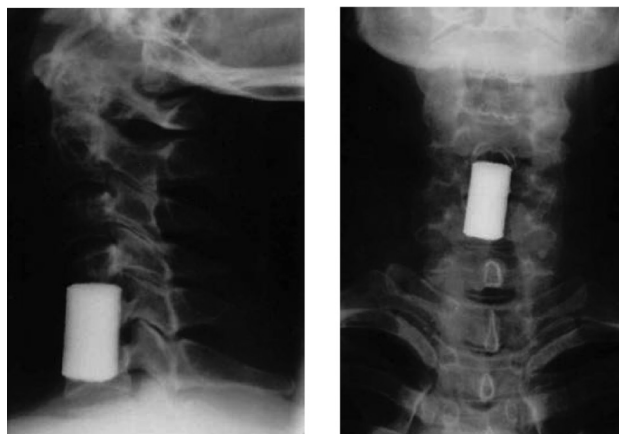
Рентгенограммы пациентки В. после операции
